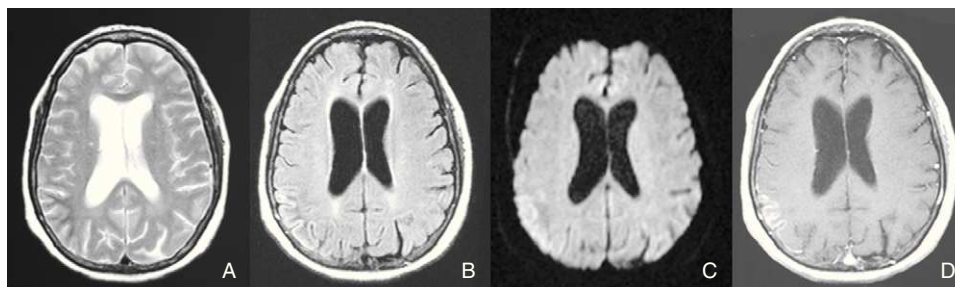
Hiposeñal en sustancia blanca subcortical del lóbulo parietal derecho en secuencias T2 y FLAIR (A y B) con leve restricción de la difusión en córtex (C) y captación giriforme de contraste en secuencia T1 (D).
